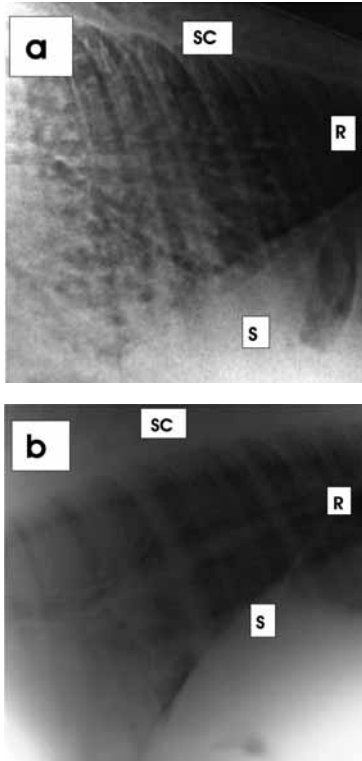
Röntgen - Thorax seitlich. a: subtotale fleckenartige Verschattung der Lunge als Zeichen einer Aspirationspneumonie, b: Röntgen - Thorax seitlich 10 Tage post operationem. Verschattung deutlich rückläufig. R: rostral, S: Schulter, SC: Wirbelsäule
